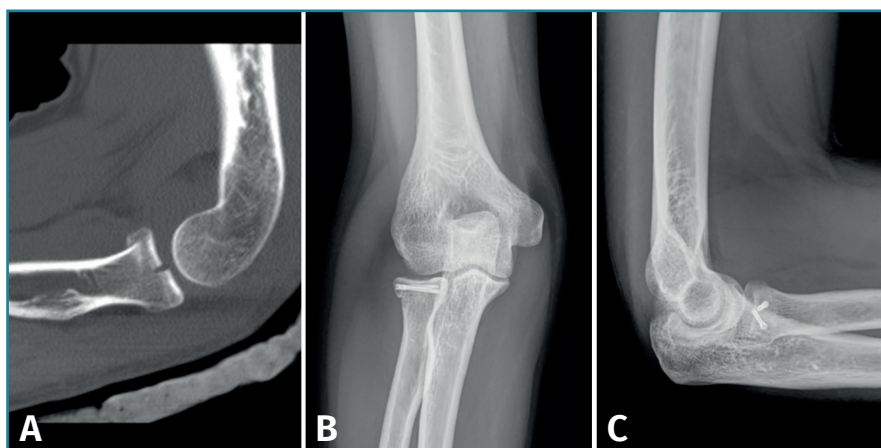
Ejemplo de fractura de Mason II tratada con 2 tornillos de minifragmentos canulados. A: imagen sagital en tomografía axial computarizada (TAC); B y C: radiografía anteroposterior y lateral de control a los 6 meses.
